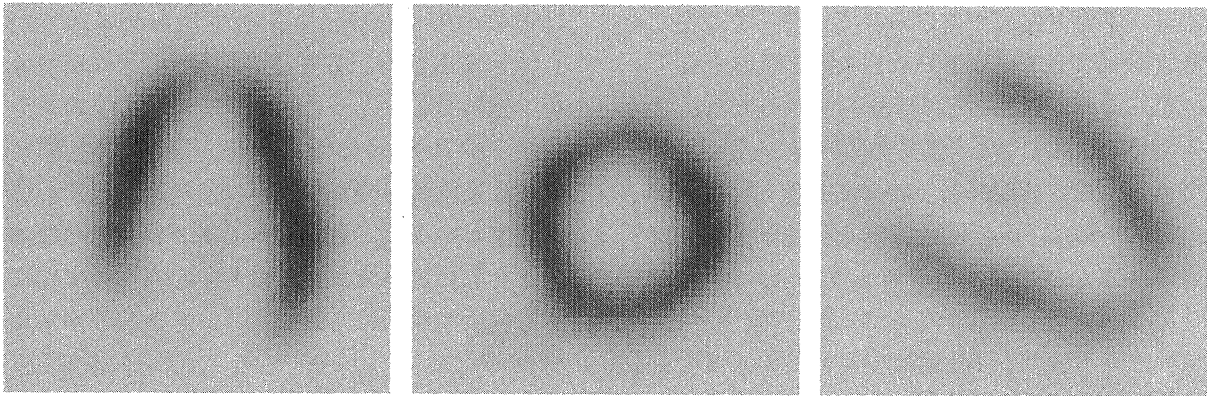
Tw-99m sestamibi SPECT
